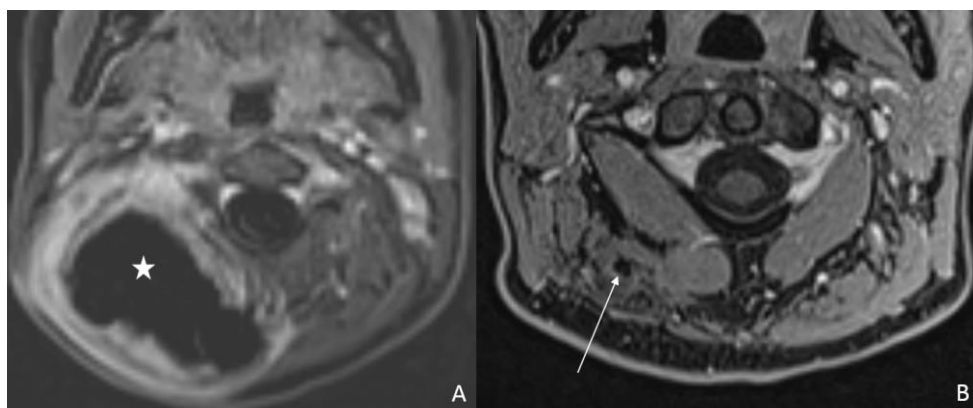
Aspect IRM post cryoablation d'une tumeur desmoïde de 6 cm du cou chez une jeune fille de 14 ans. 1^{ère} IRM de contrôle montrant la zone d'ablation (étoile) avec une couronne périphérique inflammatoire (A). IRM de contrôle à 12 mois montrant une involution complète de la zone d'ablation avec cicatrice résiduelle musculaire (flèche, B).
